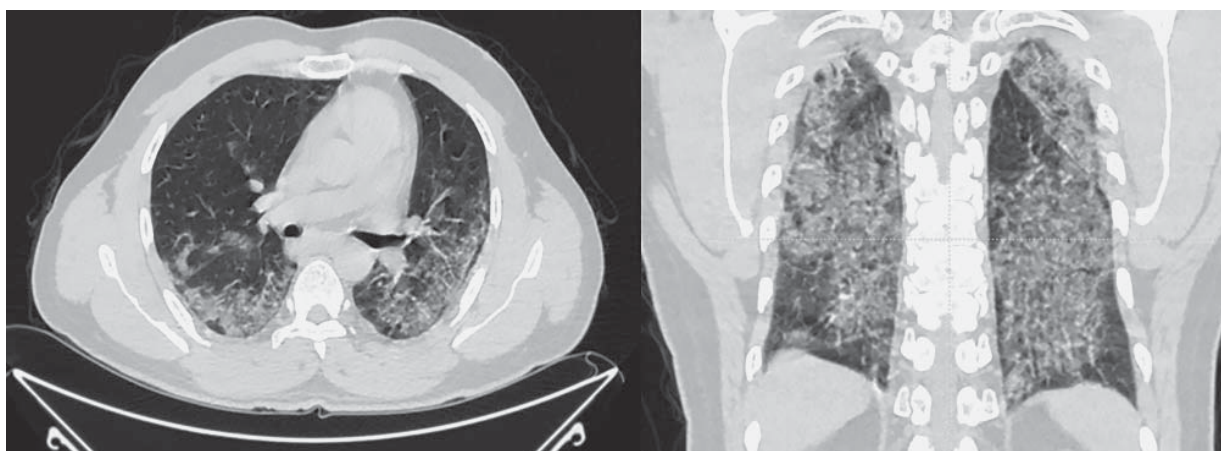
Компьютерные томограммы легких высокого разрешения. Мужчина 45 лет. В большей степени поражены дорсальные отделы легких.
